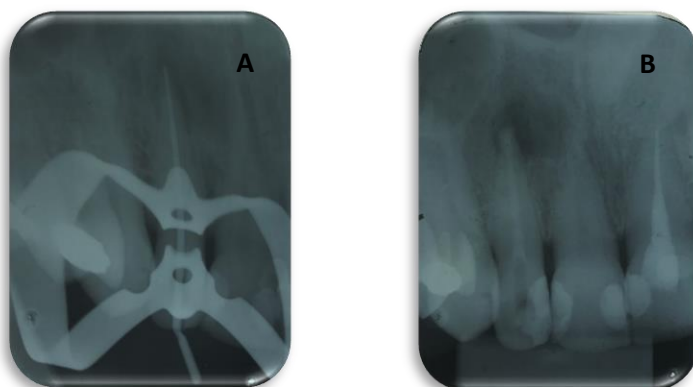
A-Radiografia prova do cone e B-Radiografia da medicação intra-canal realizada em 21 de junho de 2019.
